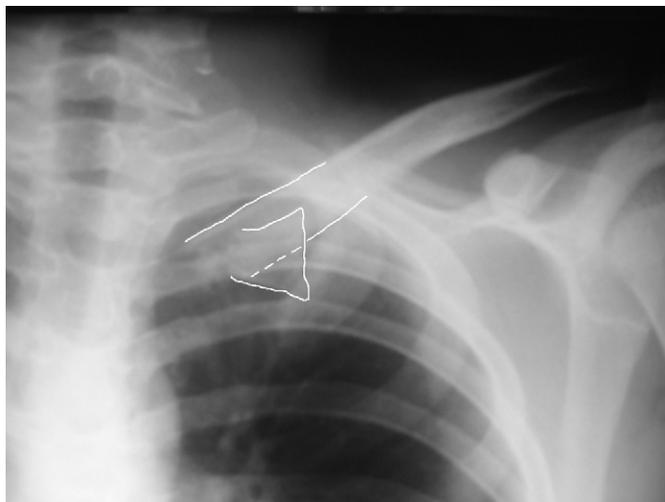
Radiographie thoracique de face. Fracture de la métaphyse médiale de la clavicule gauche, associée à une rotation frontale à 150° du fragment radio-opaque.
